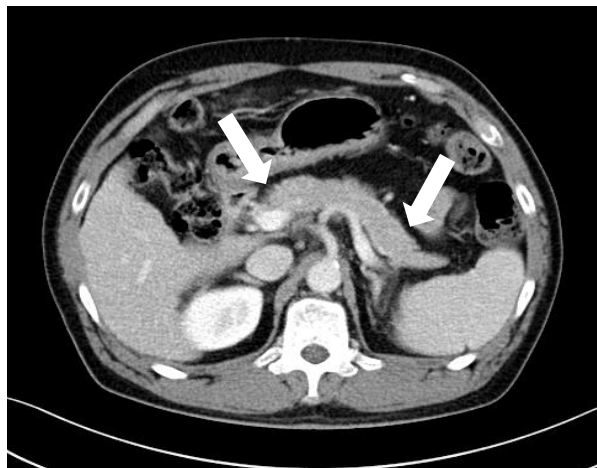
Kontrastmittelverstärkte CT in der portalvenösen Phase
